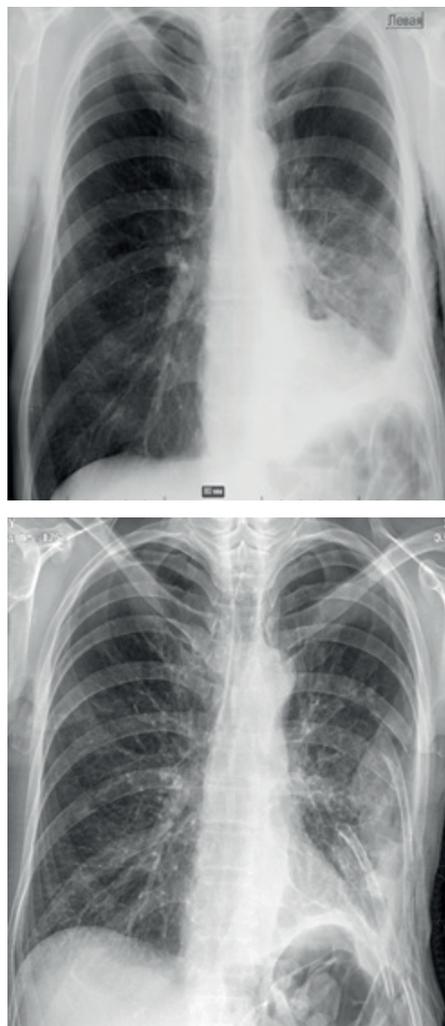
Рентгенограммы ОГК в прямой проекции до и после закрытой санации и частичной торакопластики ограниченной эмпиемы плевры с бронхоплевральным свищом
